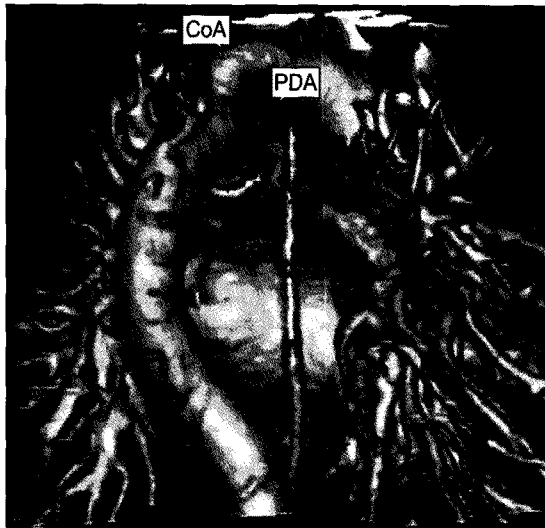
Preoperative findings of CT angiography, 3D reconstruction. This image seen from dorsal side is suggesting infantile type coarctation of aorta.
